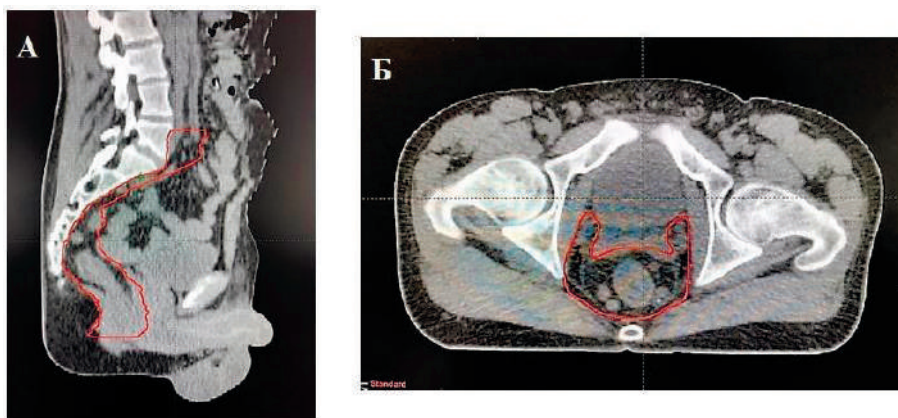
Об'єм променевого впливу CTV1 А: на сагітальному зрізі МСКТ клінічний обсяг CTV1 включає весь мезоректум і всі регіонарні лімфатичні вузли прямої кишки. Б: на аксіальному зрізі, на рівні 2 см вище від *t. puborectalis*, клінічний об'єм CTV1 включає первинну пухлину і мезоректальну клітковину
